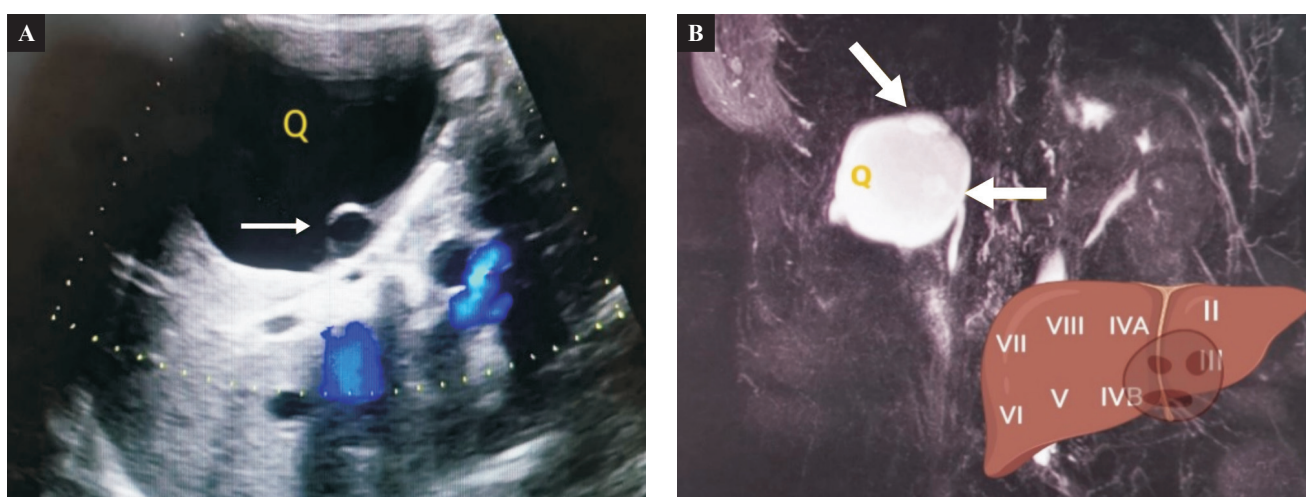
A. Ultrasonido hepático (US) demostrando un quiste hepático (Q) de 73 x 49 mm sin vascularización a la aplicación de Doppler, con una vesícula en su interior (flecha). B. Resonancia magnética (IRM) que demuestra una imagen redondeada compatible con quiste hepático (Q) en segmentos II, III y IVB del hígado con volumen aproximado de 124 cc. Así como dos imágenes redondeadas hiperintensas en T2, heterogéneas en su interior, sin restricción a difusión, compatible con probables vesículas de quiste hidatídico (flechas).
